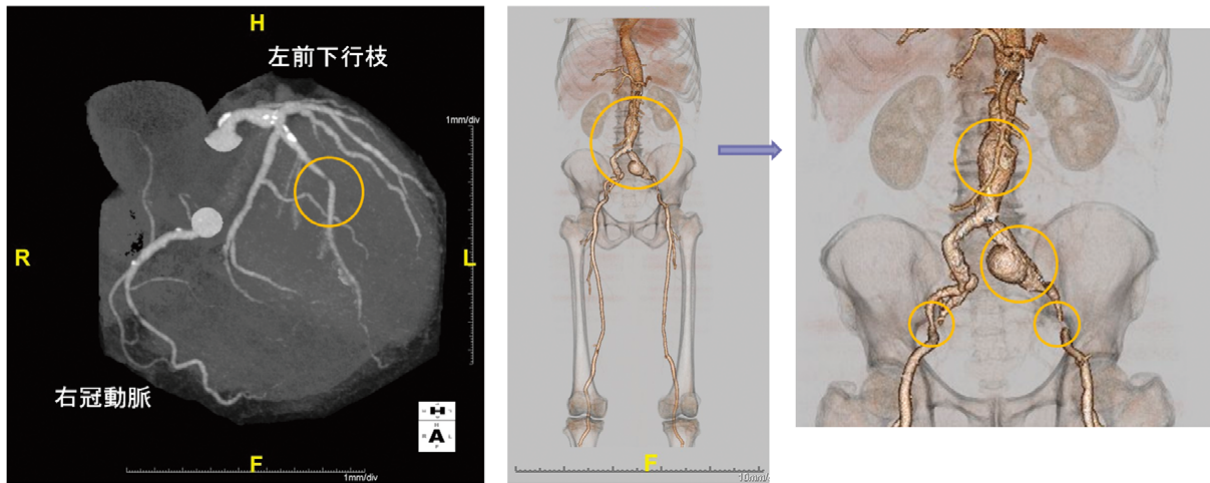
320列CTを用いたCTでの画像(狭心症+腹部大動脈瘤+腸骨動脈瘤+閉塞性動脈硬化症)
